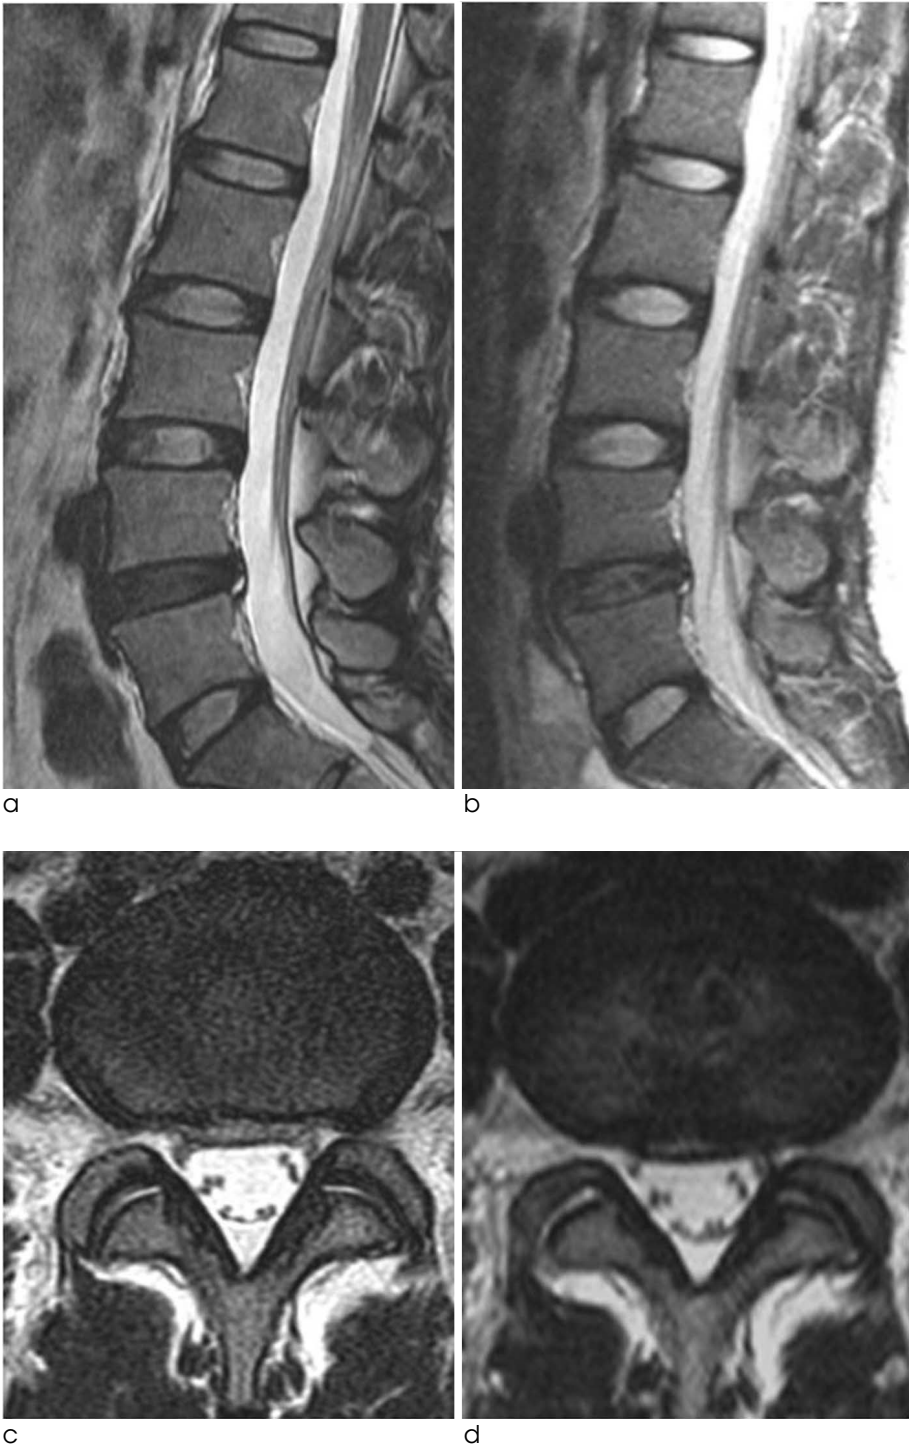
A 29-year-old female underwent follow-up 47 months after initial presentation. Initial sagittal and axial T2-weighted images of the lumbar spine MRI show bulging of the L4-5 disc with an annular tear of the central zone (a and c). In a follow-up lumbar spine MRI after 47 months, the extent of disc bulging and signal intensity of L4-5 have not changed (b and d).
